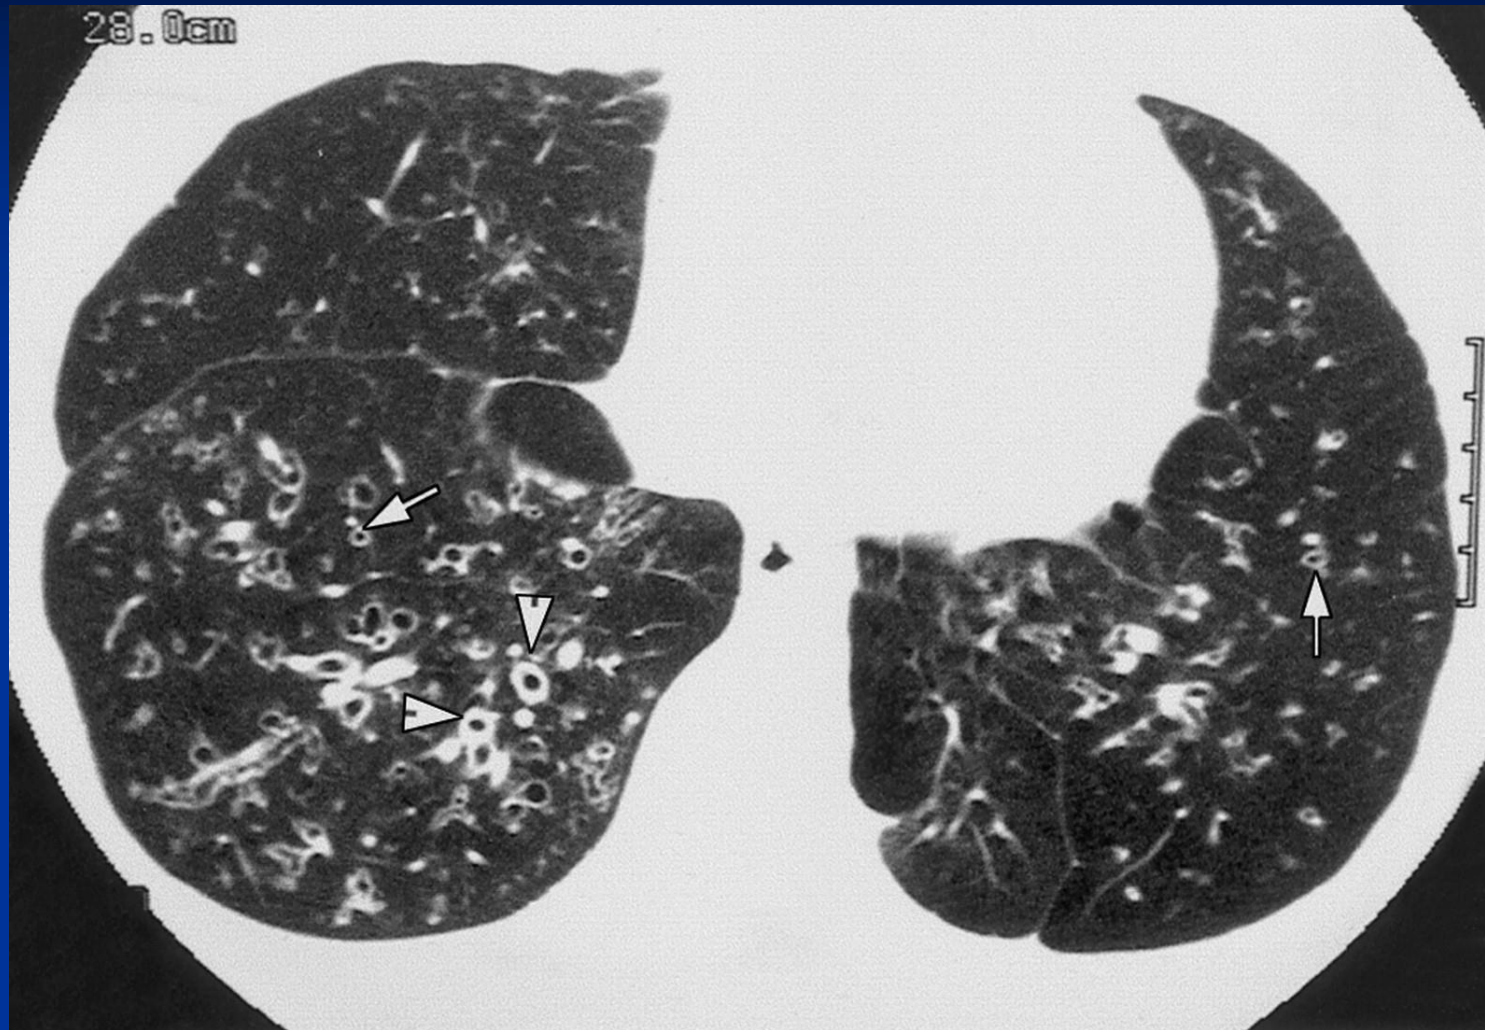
Transverse high-resolution CT scans obtained in a 40-year-old man with bronchiectasis.
